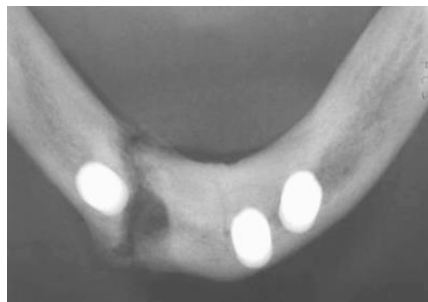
Radiographie objectivant une fracture mandibulaire au point d'impact du site implantaire 43 (75)
